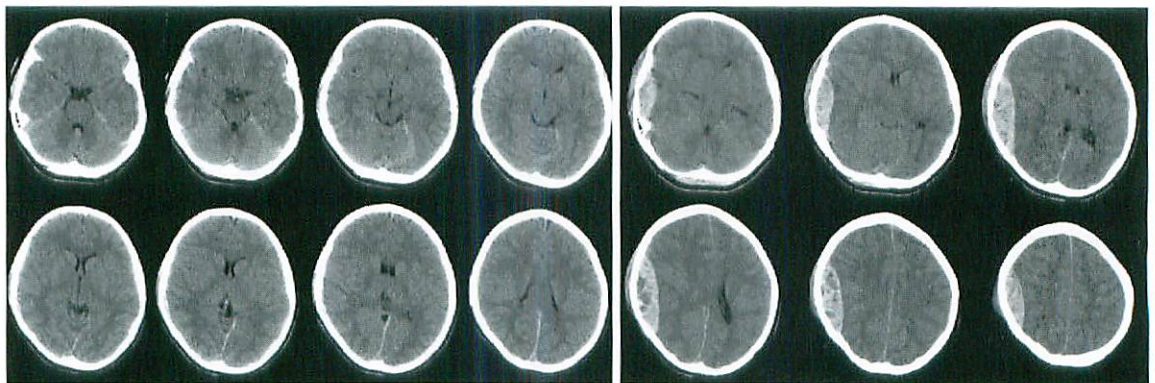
16-year old girl hit her head because of a seizure attack. Brain CT (a) at ER shows thin subdural hematoma without significant mass effect. Three hours later her consciousness level decreased and subsequent CT (b) reveals significant enlargement of right subdural hematoma with midline shift.
